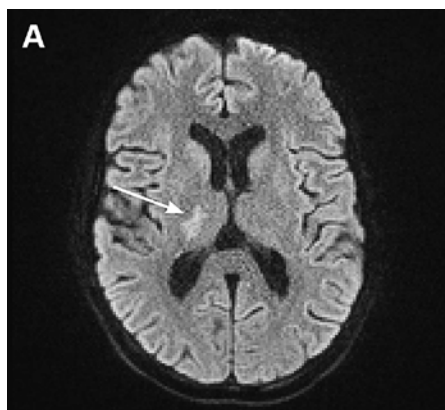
Imagerie par résonance magnétique du neurocrâne native, séquence pondérée en diffusion (DWI; A) et séquence Flair (B), coupe transversale. Mismatch DWI-Flair: alors qu'une hyperintensité est visible dans la séquence DWI (flèche), elle est absente dans la séquence Flair, ce qui correspond à une ischémie aiguë (<4,5 heures depuis le début).
